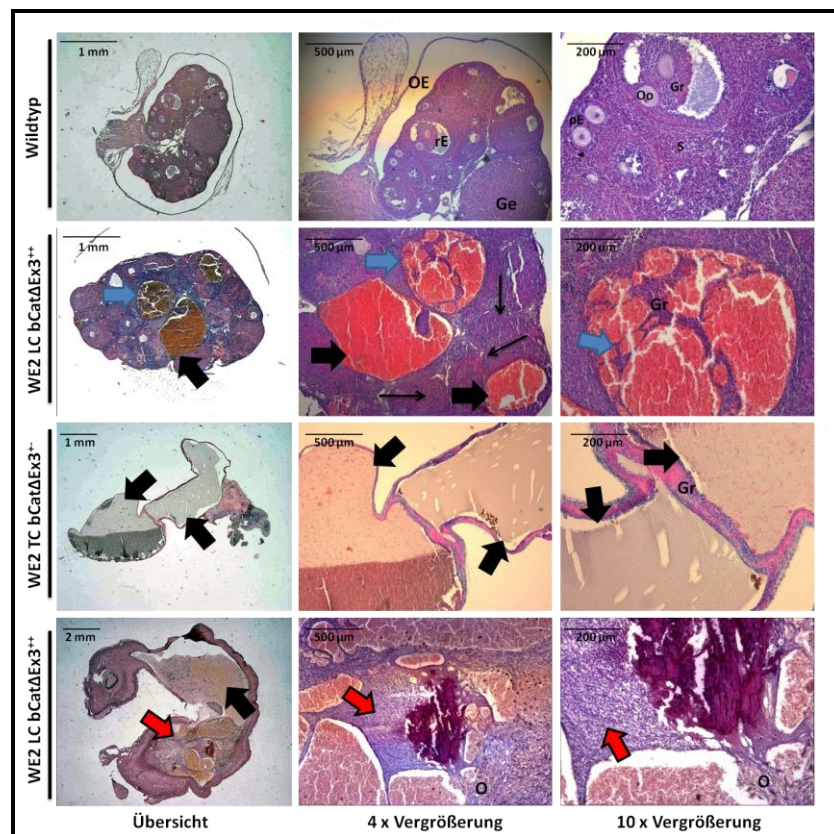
Veränderte Ovarien von WE2 TC bCat Δ Ex3- und WE2 LC bCat Δ Ex3-positiven Tieren ähneln Granulosazelltumoren
